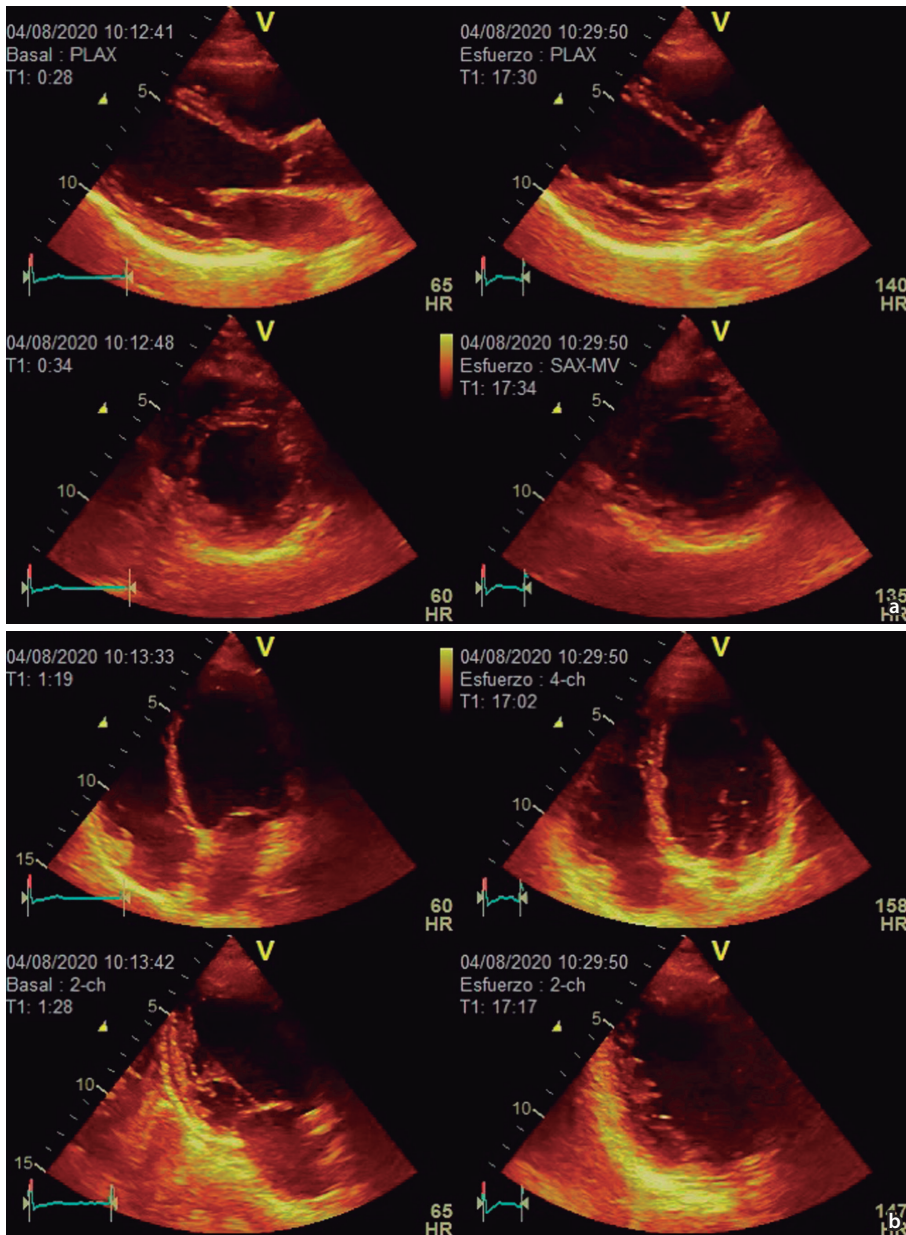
Ecoestrés apical con ejercicio, imágenes en eje largo y corto parasternal, de 4 y 2 cámaras, en condiciones basales y posesfuerzo.
